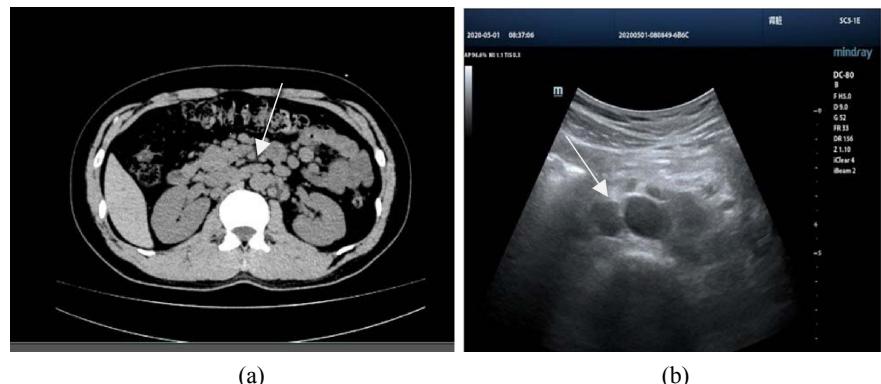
Retroperitoneal lymph node abnormalities CT/Color Ultrasound Doppler images.
